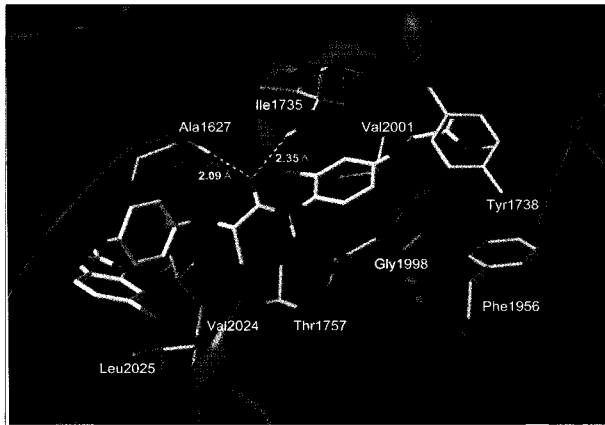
Predicted binding mode and docking pose between the substrate (30) and active site in CT domain of ACCase. Key residues, H-bonds (Yellow dot line) and its distances were labeled. The α -helices were shown as helices or cylinders, while β -sheets were shown as arrows and the loop regions as tubes.
